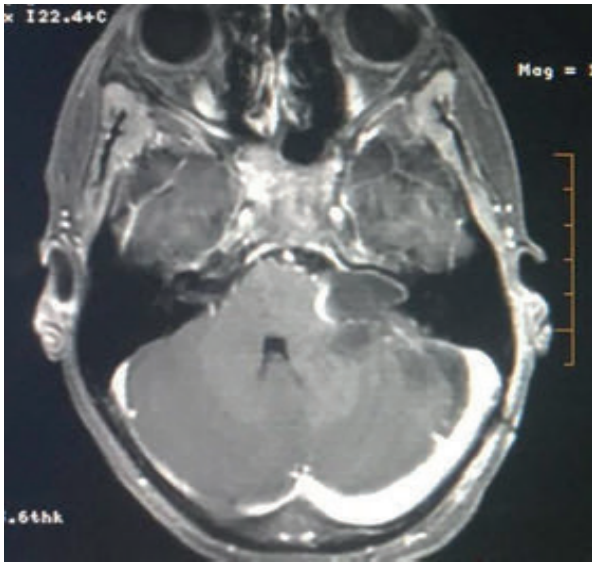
RM ponderada em T1 pós-contraste realizada no pós-operatório evidenciando ressecção completa da lesão.
